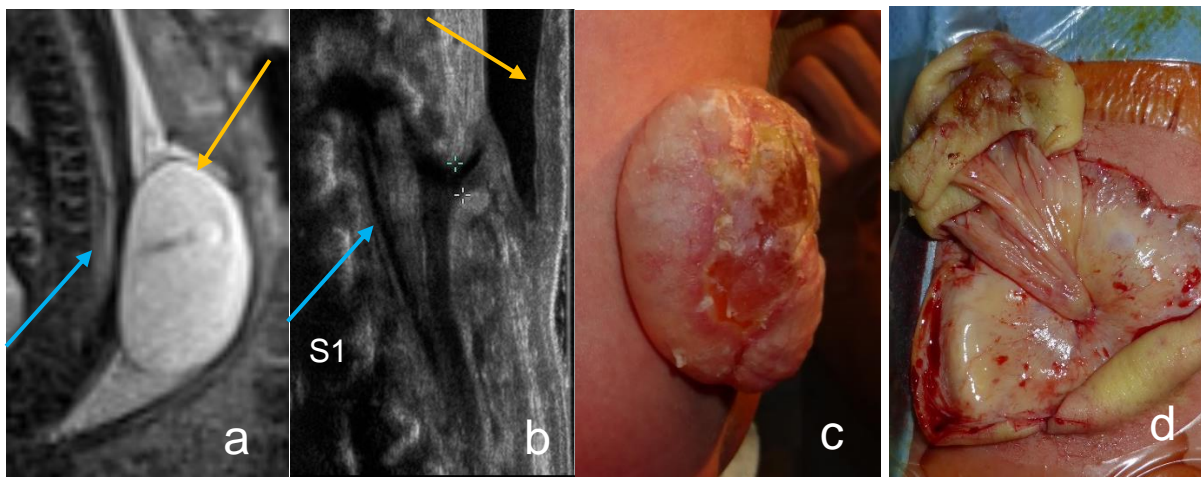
IRM fœtale à 31 SA en coupe sagittale sur le rachis, en pondération T2. Masse postérieure liquidienne avec une moelle ne se dirigeant pas vers la masse (flèche bleue), évoquant une méningocèle. La paroi apparaît cependant fine. L'hyposignal linéaire au sein de la lésion correspond à un artéfact non visible dans les autres plans. L'échographie médullaire néonatale (b) visualise une position basse du cône terminal et la paroi épaisse de la méningocèle (flèche jaune). Le diagnostic est confirmé cliniquement (c) et par les données opératoires (d) (remerciements au Pr VINCHON).
